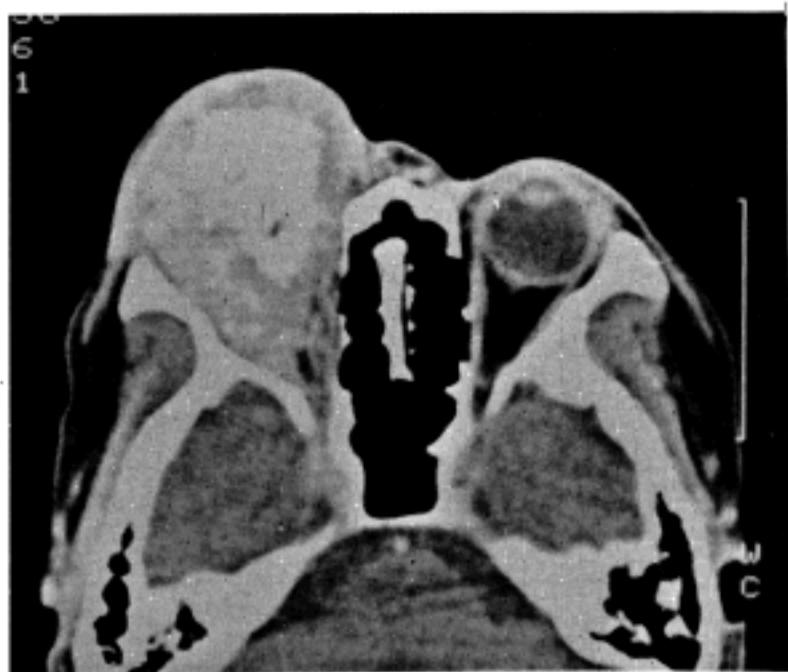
Orbit computed tomography showing an extensively calcified mass in the right orbit.
